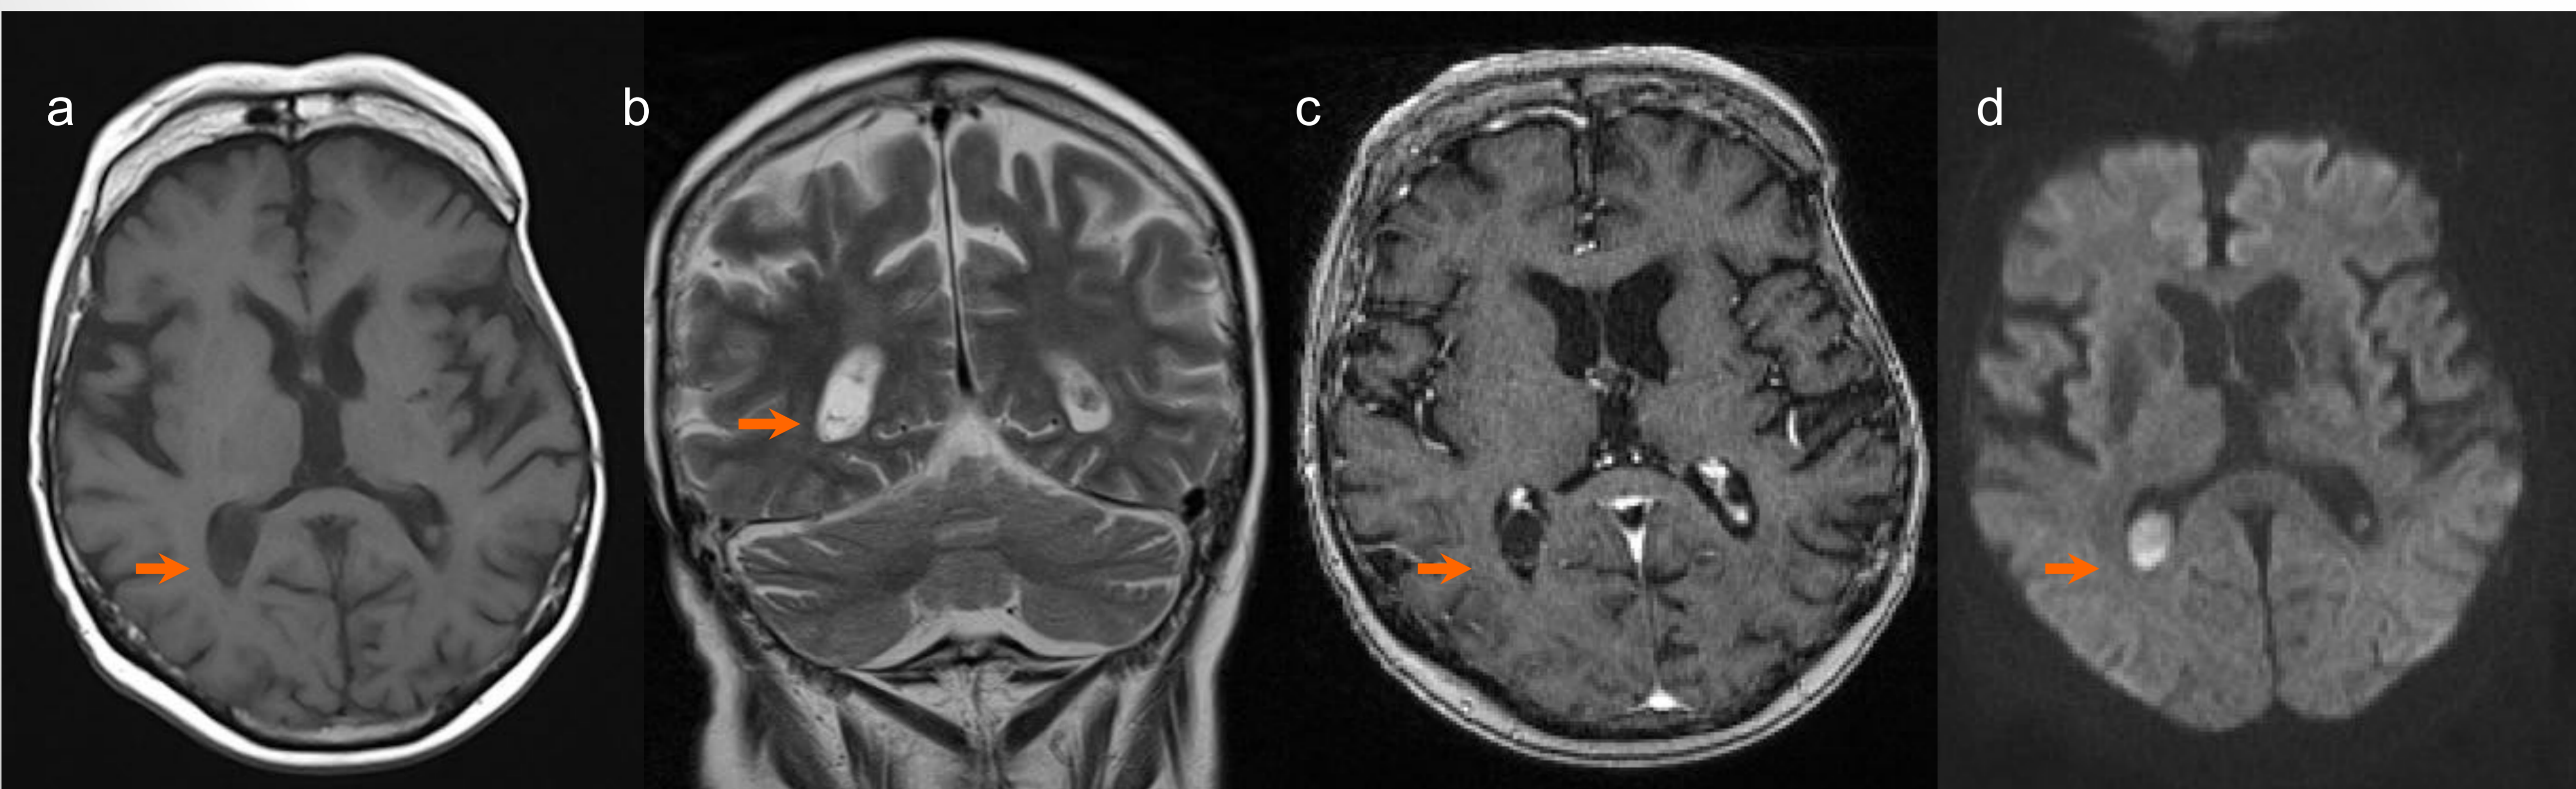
Imágenes axiales de QPC en la RM en las secuencias T1 (a), T1 con gadolinio (c) y en DWI (d), e imagen coronal en T2 (b). Los QPC (flechas) presentan una IS similar al LCR en las secuencias T1 y T2. No realzan tras la administración de gadolinio y restringen en secuencia de difusión (hiperintensidad en b1000).
